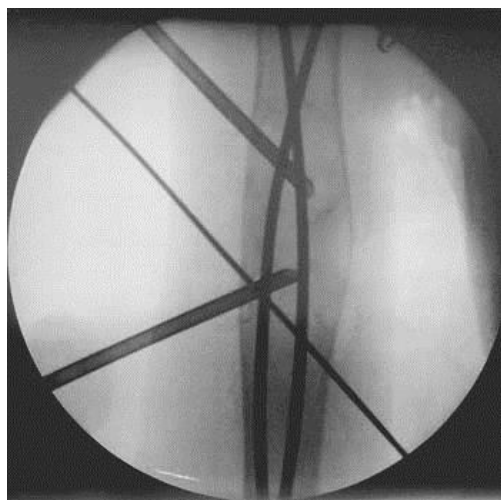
Тот же больной. Интраоперационная рентгенограмма правой плечевой кости в прямой проекции. Монтаж проточного дренирования
